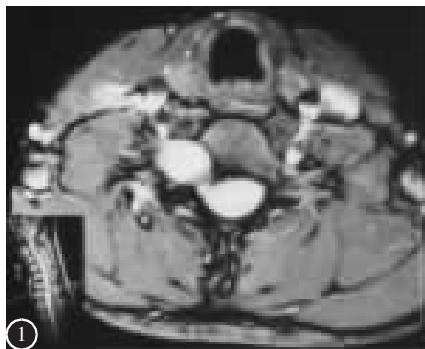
第一次手术前颈部轴位 MRI 示 C7 椎管内外哑铃形肿瘤
